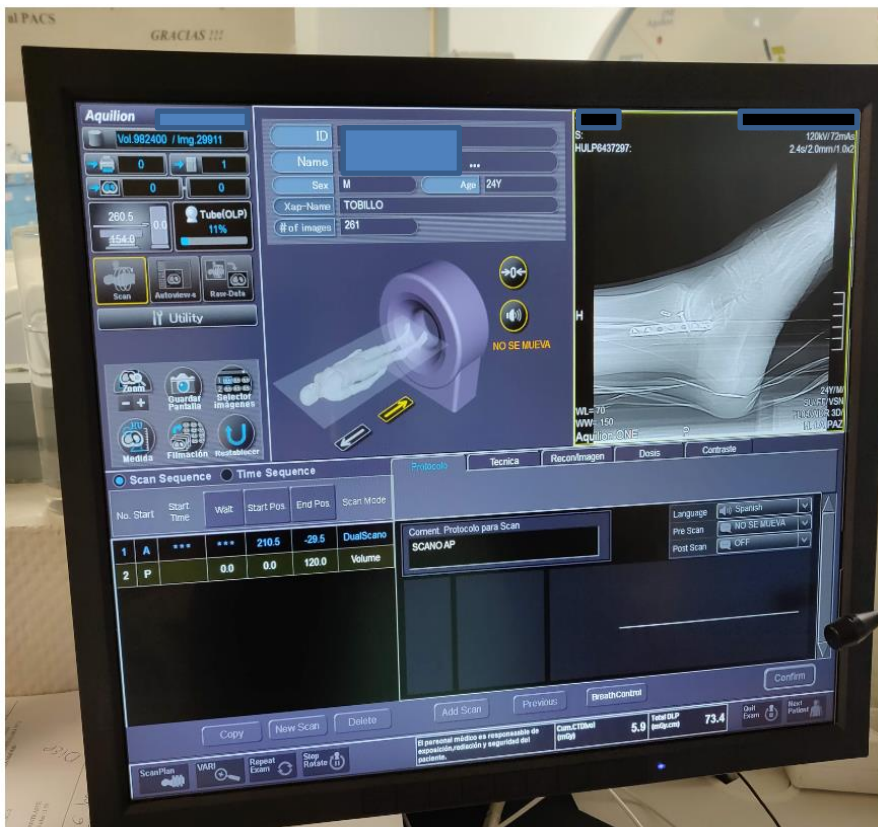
imagen de la realización del TAC en flexión plantar de 30°
